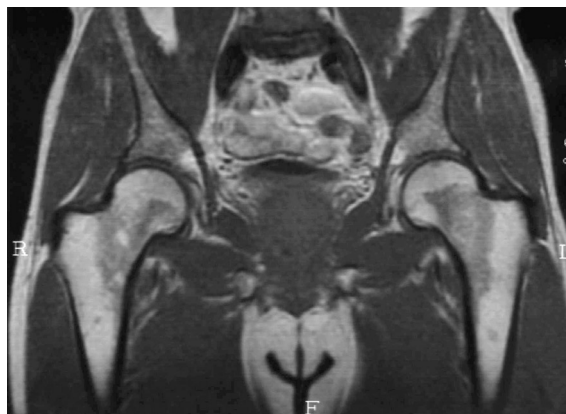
RM SE T1 coronal de pelvis. Médula grasa con una señal análoga a la grasa subcutánea. La médula hematopoyética presenta señal intermedia.
